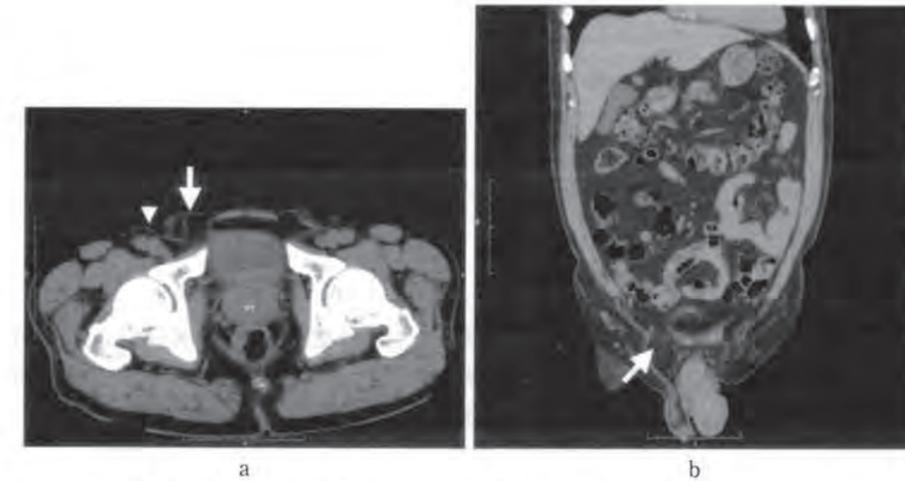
腹部単純CT (a 横断面像, b 冠状断面像)：右鼠径ヘルニア(白矢印)を認めた。ヘルニア門は下腹壁動静脈(白矢頭)の内側に位置し、内鼠径ヘルニアと診断した。撮像時点で明らかな腸管などの臓器脱出は認めなかった。
